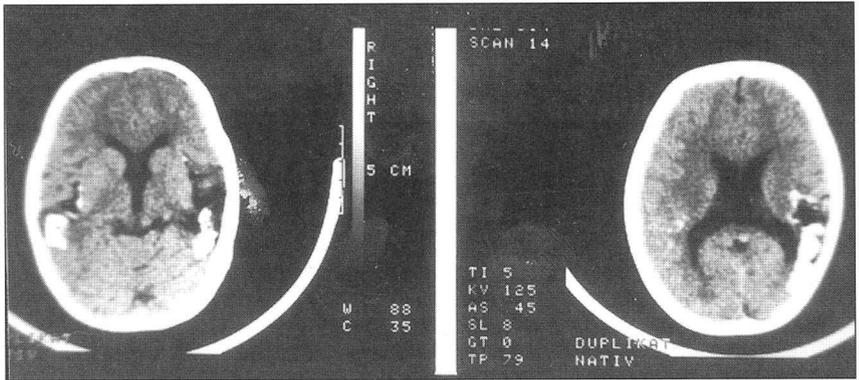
A und B: Craniales Computer Tomogramm (CT): Intracranielle Verkalkungen
